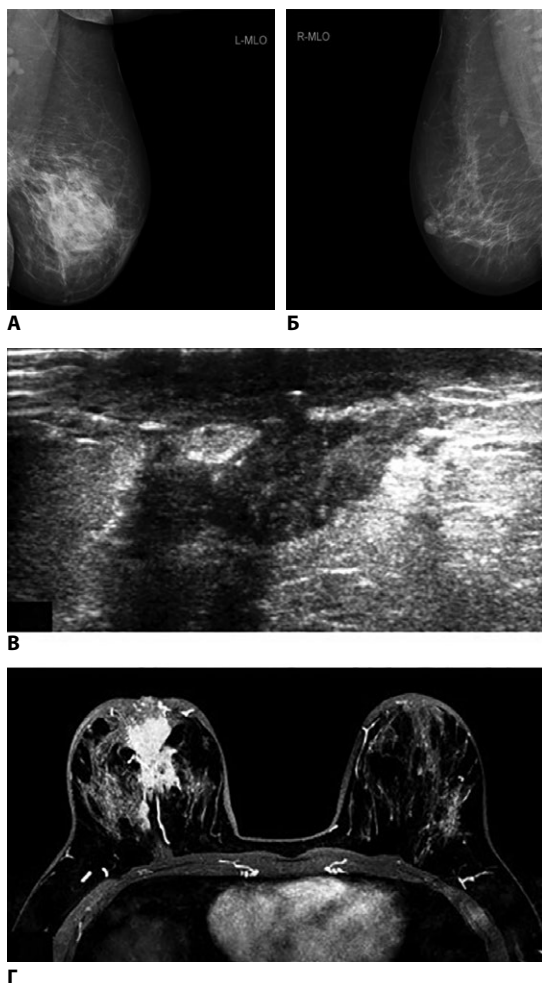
Визуализация молочной железы пациентки 48 лет методами маммографии (А, Б), УЗИ (В), МРТ (Г)
